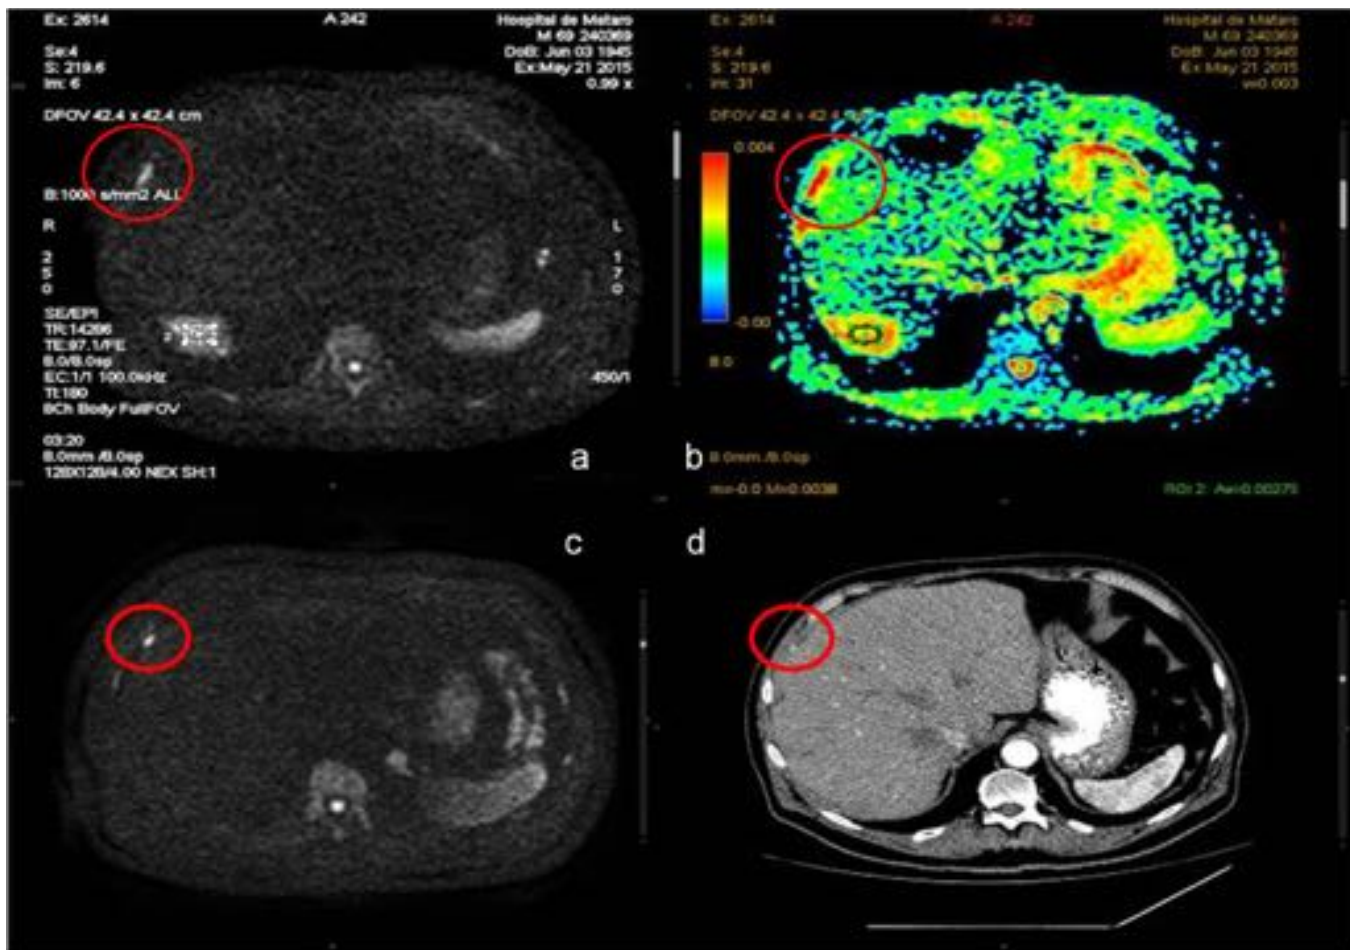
Recidiva Peritoneal de GIST- Implantes peritoneales subdiafragmáticos visualizados mejor con la secuencia de DWI (a y c) y el mapa de colores (b) que ayudan a confirmar de los hallazgo del TC , incluso ayuda a ver pequeñas lesiones no vistas en el TC (d).
